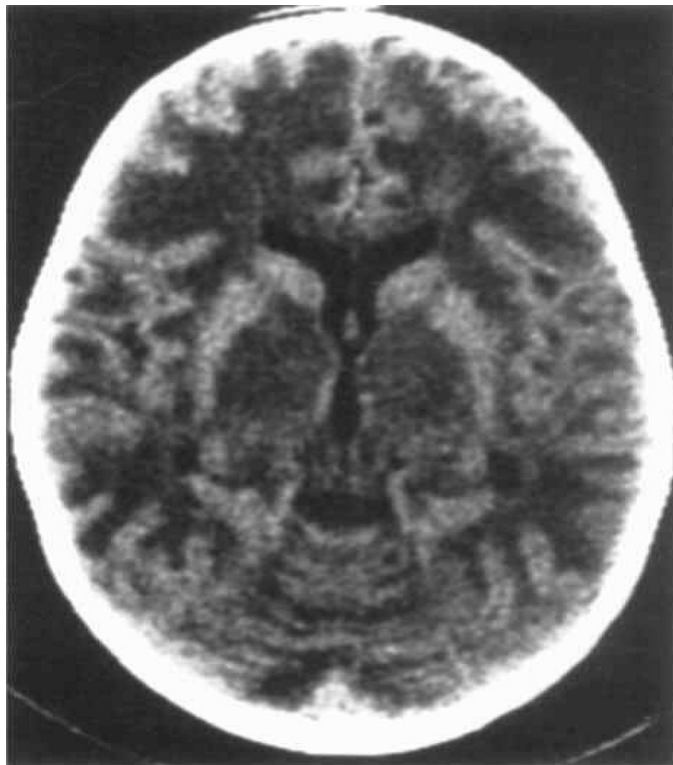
TDM cérébrale réalisée sans contraste montrant une hypodensité homogène dans la substance blanche [93].
